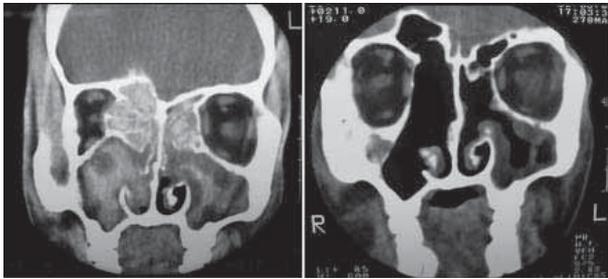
Tomografía computada de macizo cráneo facial: RS fúngica precirugía.
